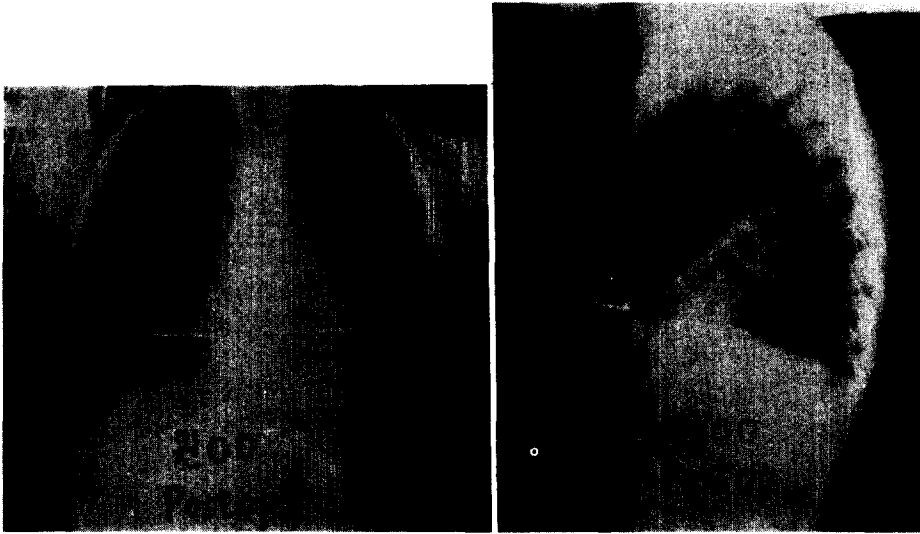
Case 1. The roentgenograms after correction and insertion of K-wire.
